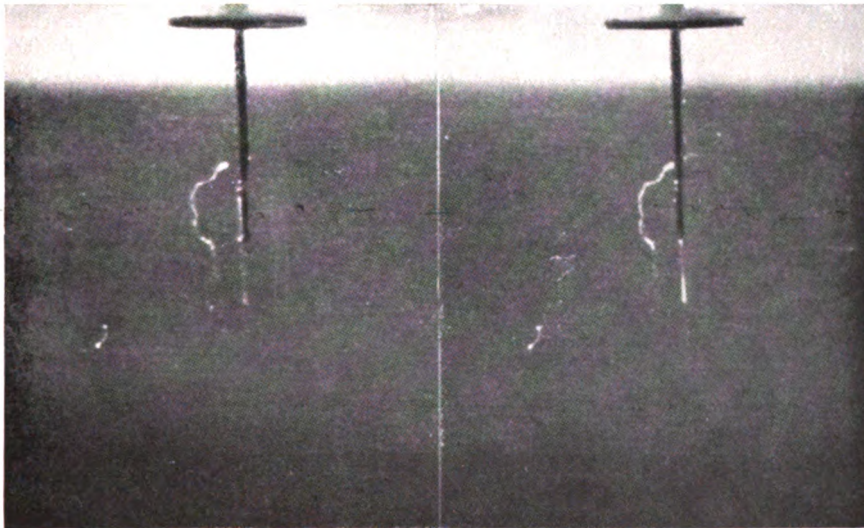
Stereoskopische Nebelaufnahme von C. T. R. Wilson. Das Röntgenstrahlbündel von 0,5 mm Durchmesser fällt nach Filterung mit 9,2 mm Aluminium auf eine Kupferplatte von 0,08 mm Dicke. Enddruck etwa 0,7 Atmosphären. Außer der langen Bahn des von den Röntgenstrahlen ausgelösten Primärelektrons erkennt man eine kurze Bahn. Sie rührt her von der Absorption des Quants charakteristischer Kupfer-K-Strahlung, dessen Emission auf die Abtrennung des langbahnigen Elektrons folgte.
